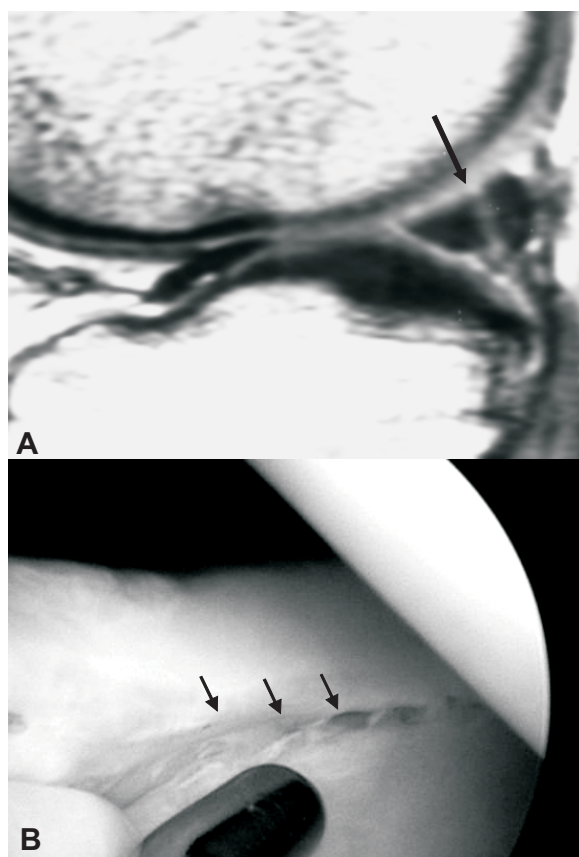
Se observa banda hiperintensa que surca al cuerno posterior del menisco lateral (flecha), rodilla derecha, en IRM, corte sagital, densidad protónica (A). La fotografía artroscópica (B) corrobora la ruptura (flechas).
